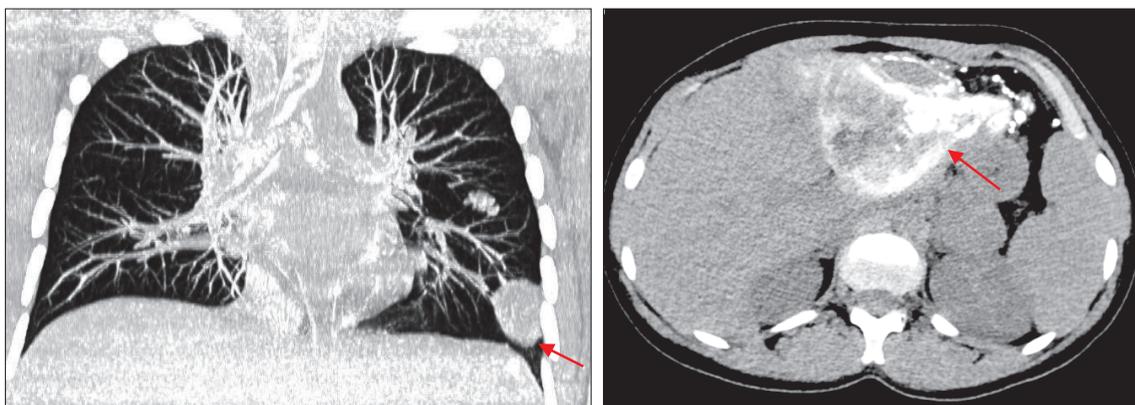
МСКТ легких и печени. Стрелками указаны паразитарные очаги
